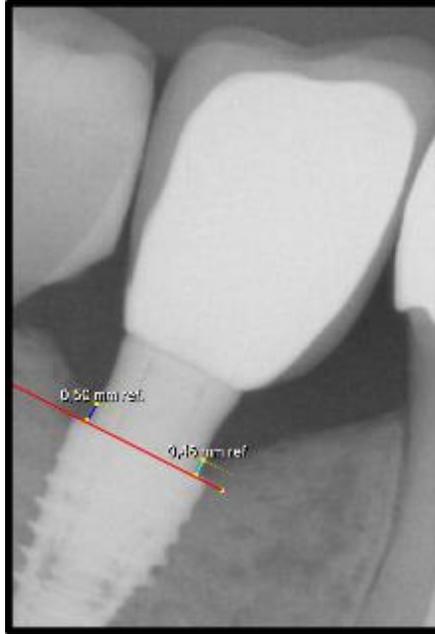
Mensuração da altura óssea (mesial e distal), em imagem de radiografia intrabucal de implante inferior.
